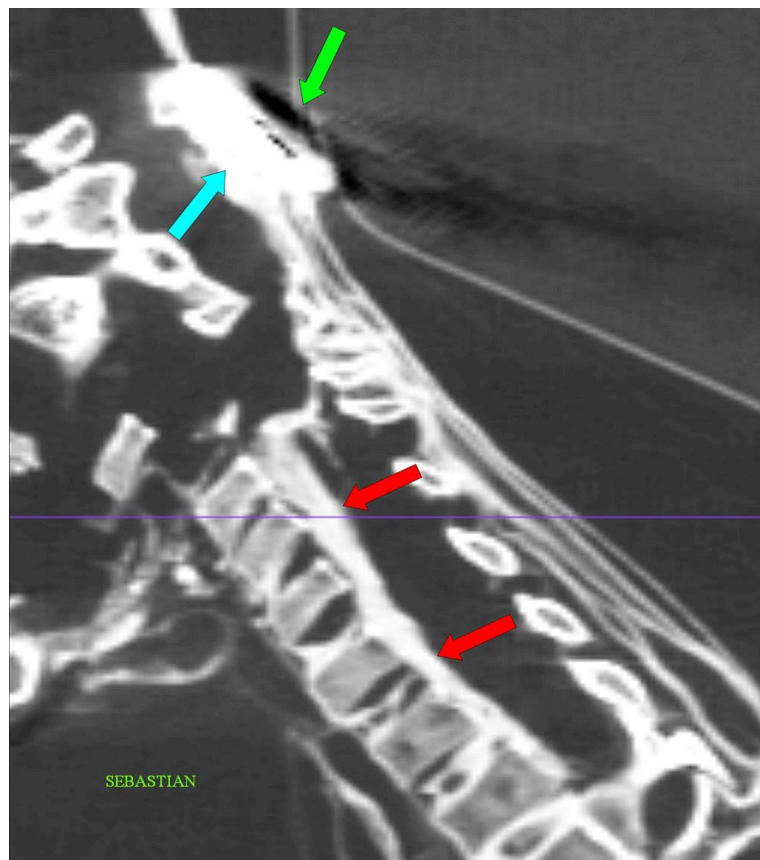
Corte sagital 2D por tomografía computarizada (TC) del cuello de 'Sebastian' que muestra un hematoma epidural (flechas rojas) debido a un traumatismo cervical. Se observó un implante metálico (flecha azul) que causaba artefactos metálicos (flecha verde) en la TC.
